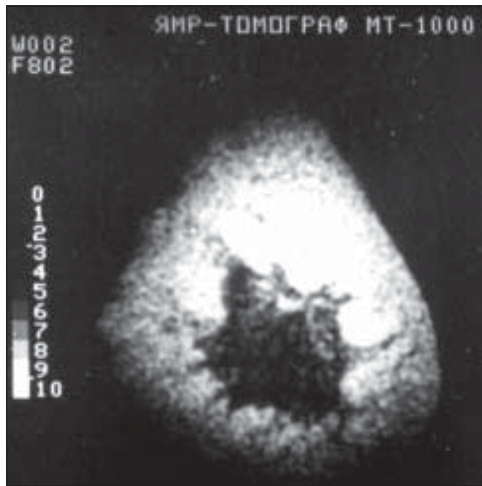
ЯМР-томографія (рак молочної залози).
